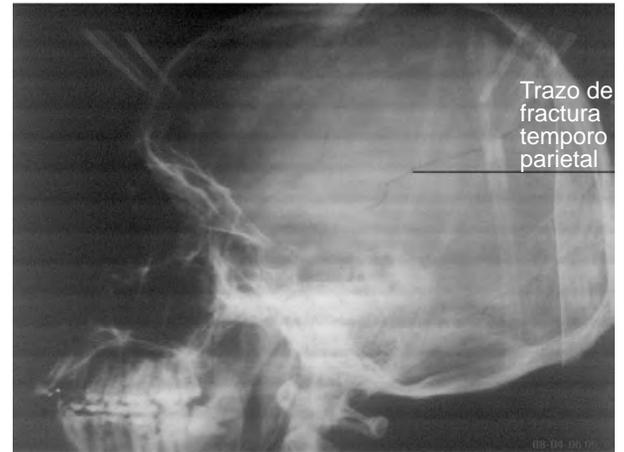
Radiografía de cráneo en proyección lateral con un trazo de fractura.
